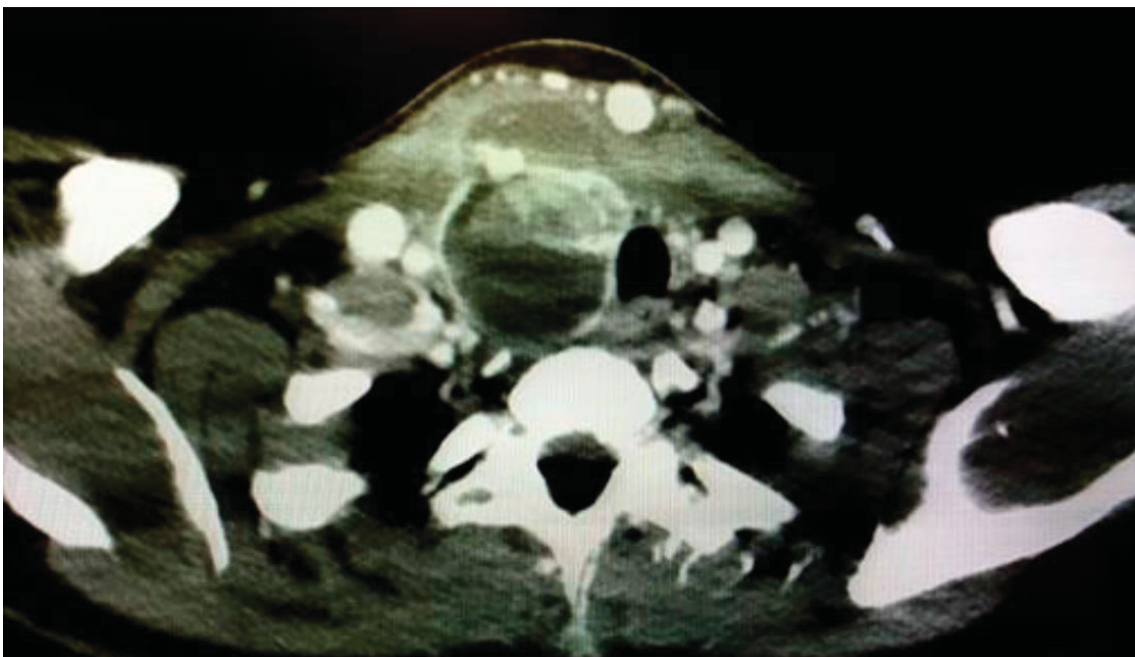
TAC de la paciente donde se objetiva hematoma cervical que desvía tráquea hacia lado derecho, sin signos de compresión extrínseca.
